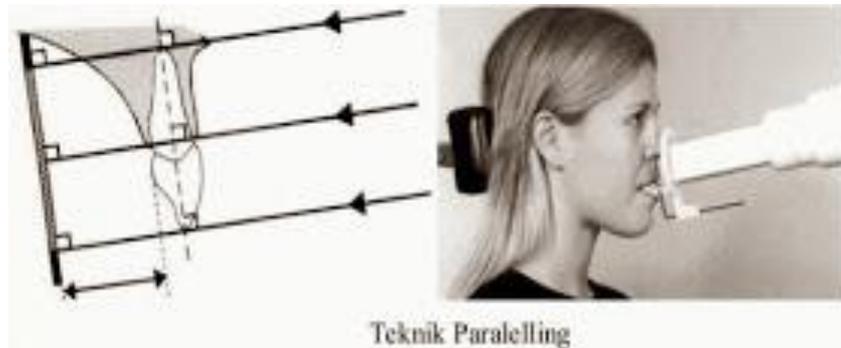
Radiograf periapikal
